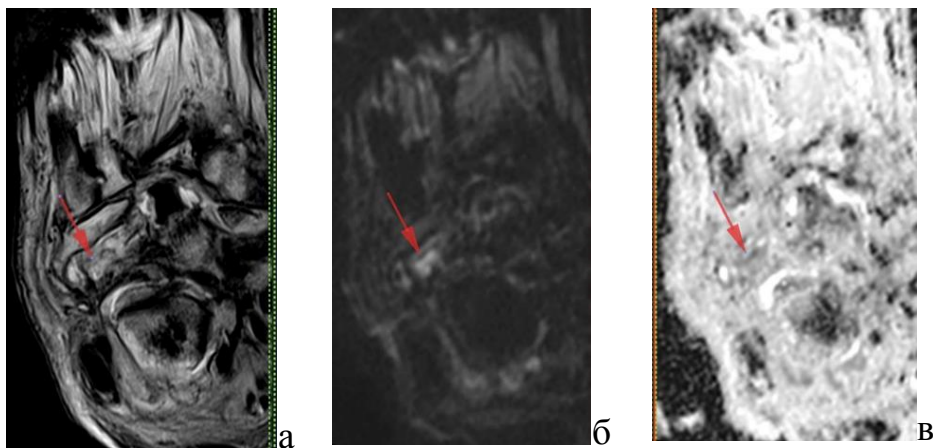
Пациент М., 34 года. ДОАП, осложненная хроническим остеомиелитом костей предплюсны, обострение. На МРТ ограничение диффузии протонов в костном мозге. А – изображение со взвешенностью по протонной плотности без подавления сигнала от жировой ткани в плоскости длинной оси стопы; б – диффузионно-взвешенное изображение с b-фактором 1000 в плоскости длинной оси стопы; в – карта измеримого коэффициента диффузии (ИКД) в плоскости длинной оси стопы
